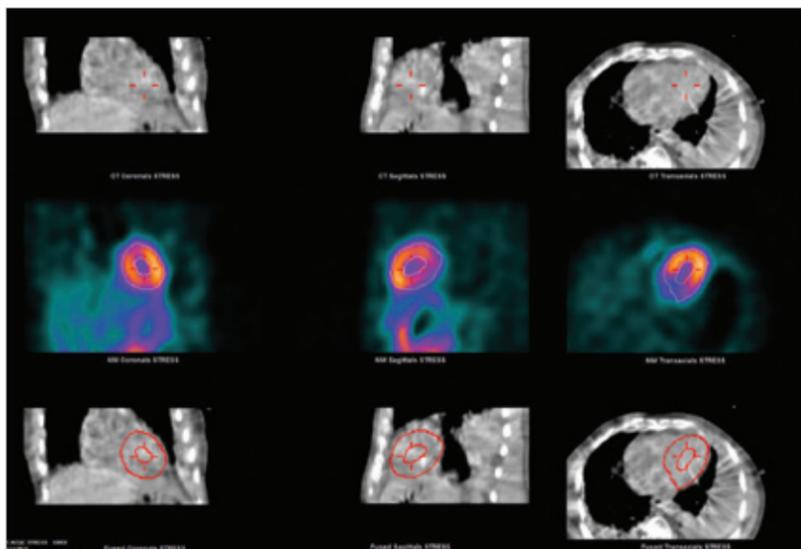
Visualisation d'un épanchement pleural important sur les images de tomodensitométrie sans visualisation de celui-ci sur les images de scintigraphie.
